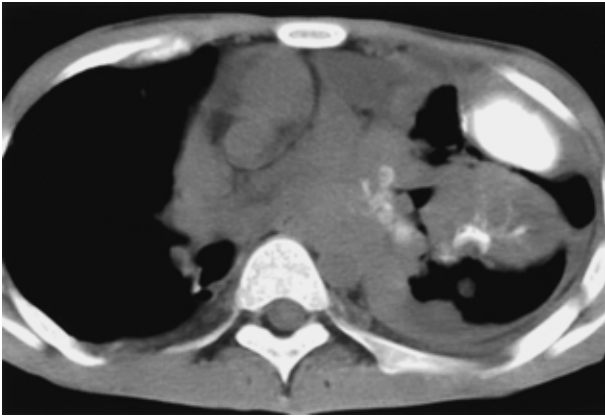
Calcified metastasis in an 18-year-old man with a osteosarcoma. Axial non enhanced CT shows calcification within the masses.
